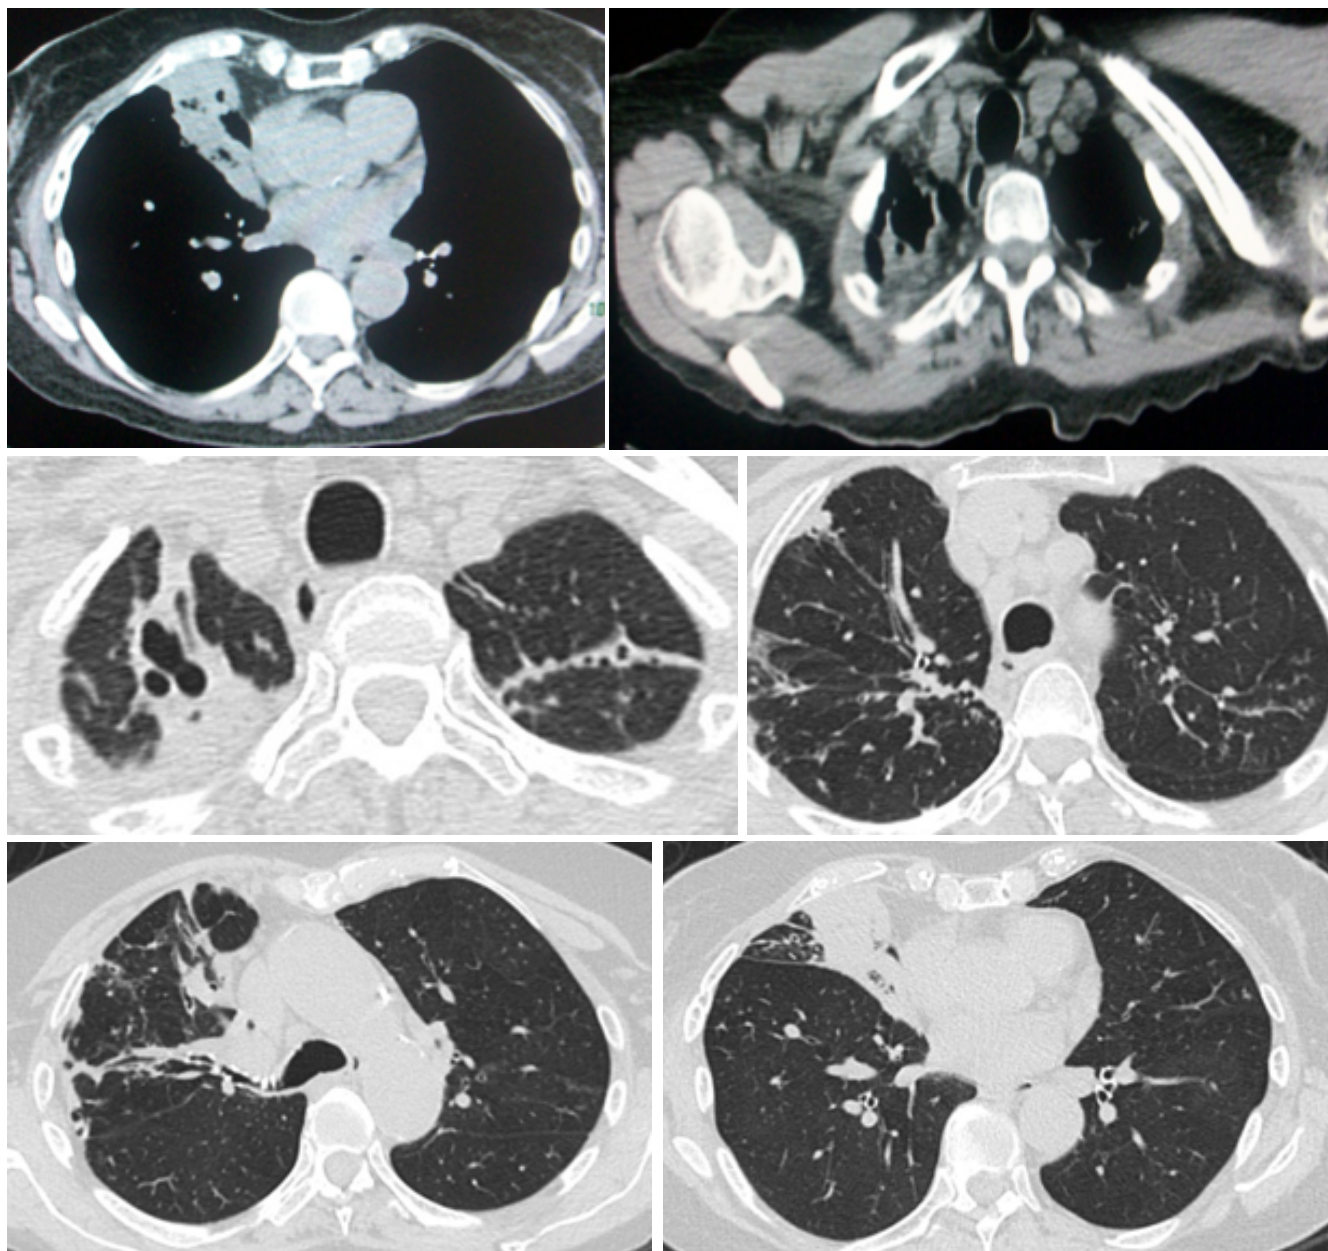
Tomografía axial de tórax, de pulmón y con ventana mediastinal. Se observa engrosamiento intersticial generalizado, áreas de fibrosis y bronquiectasias en ápice de pulmón derecho, pequeña atelectasia en el lóbulo inferior derecho. En el pulmón izquierdo se observan áreas de fibrosis en el lóbulo superior. Se observa un pequeño granuloma en lóbulos superiores de ambos pulmones. Ganglios mediastinales niveles II, Ila y ventana aortopulmonar, probablemente de tipo inflamatorio.
